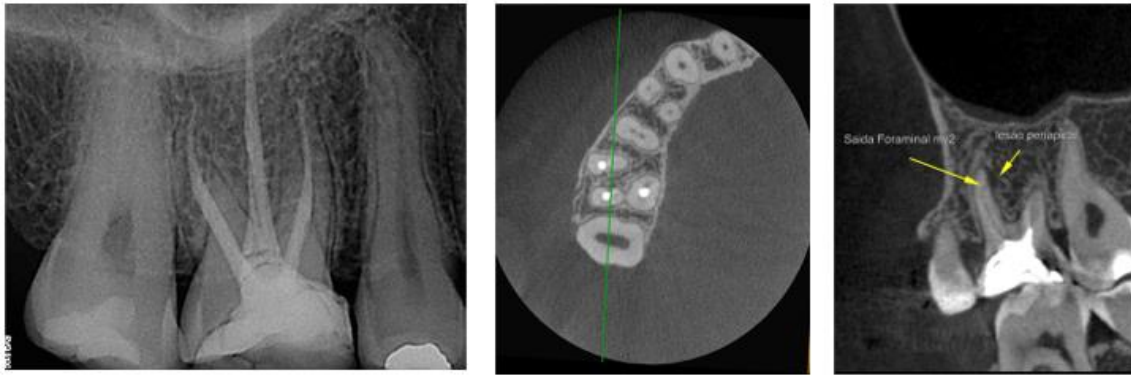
Observe a radiografia do dente 16 com tratamento satisfatório. Os cortes axial e coronal da tomografia mostram a presença de um segundo canal na raiz mv.
